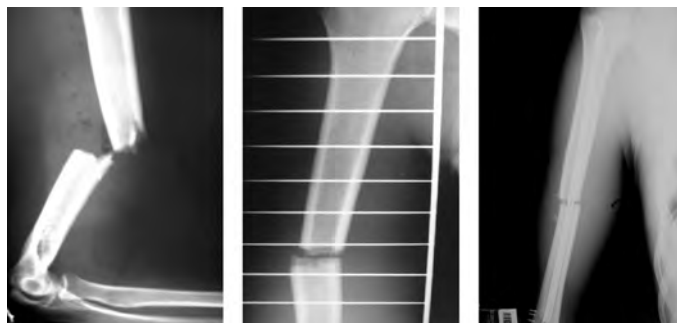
Pacient de 18 anys, fractura transversa de terç mig. Osteosíntesi amb 4 agulles de Nancy de 2,5 mm. Diàstasi de 3 mm en la radiografia postoperatòria.
